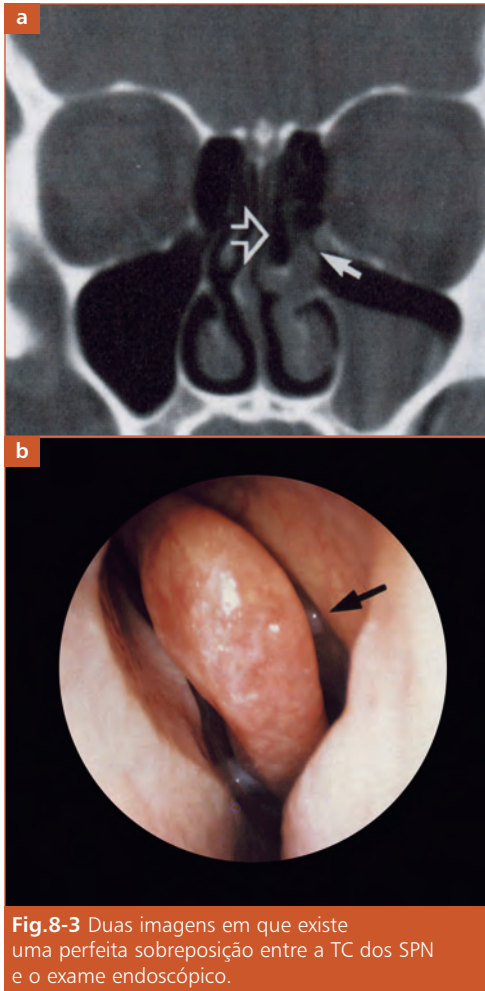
Duas imagens em que existe uma perfeita sobreposição entre a TC dos SPN e o exame endoscópico.
